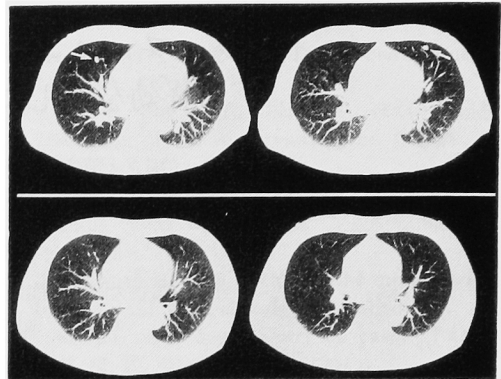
Computed tomography of lung shows multiple metastatic tumors (upper). These tumors are disappeared at 3 months after embolization (lower).
